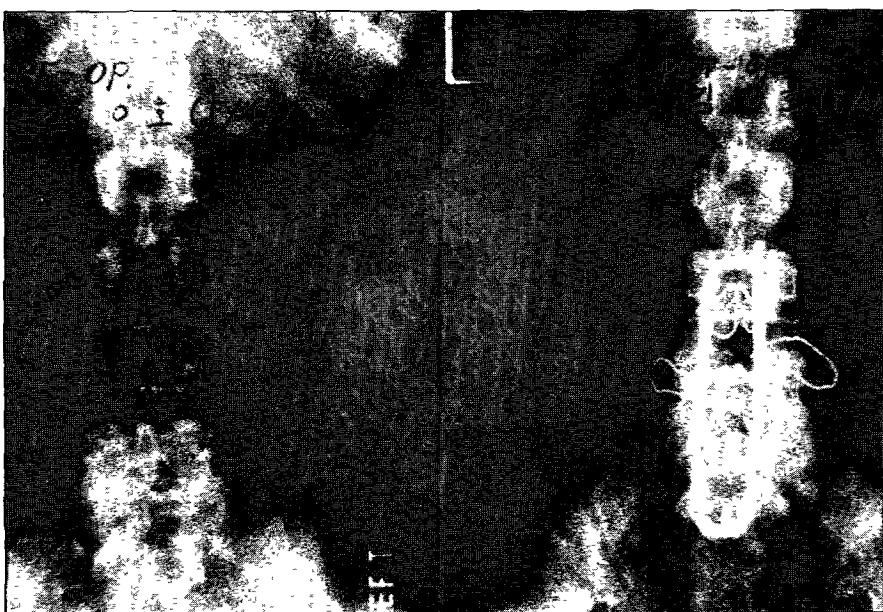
Postoperative X-ray shows reduction state with posterior fusion with Luque
